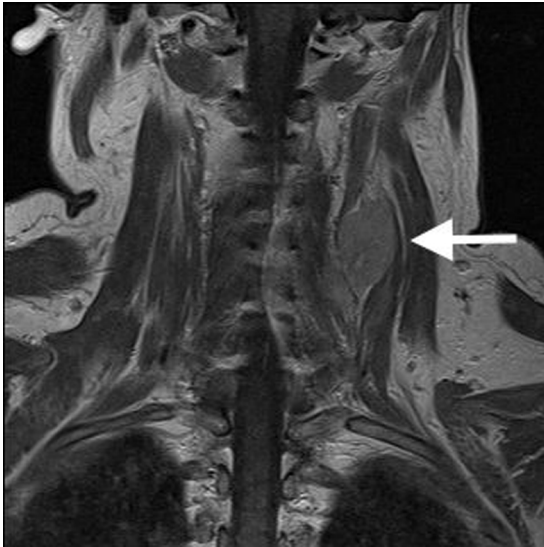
RM cervical, corte coronal. Paraganglioma cervical izquierdo.
